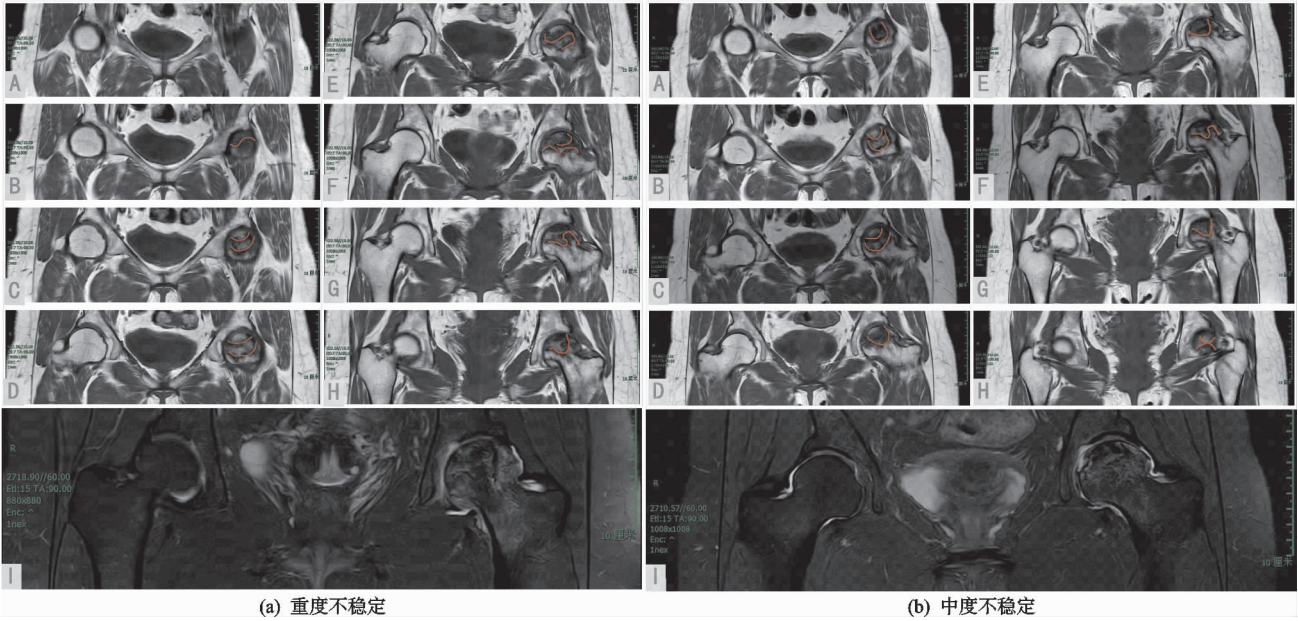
患者 2,女,49 岁,左侧股骨头坏死 MRI
